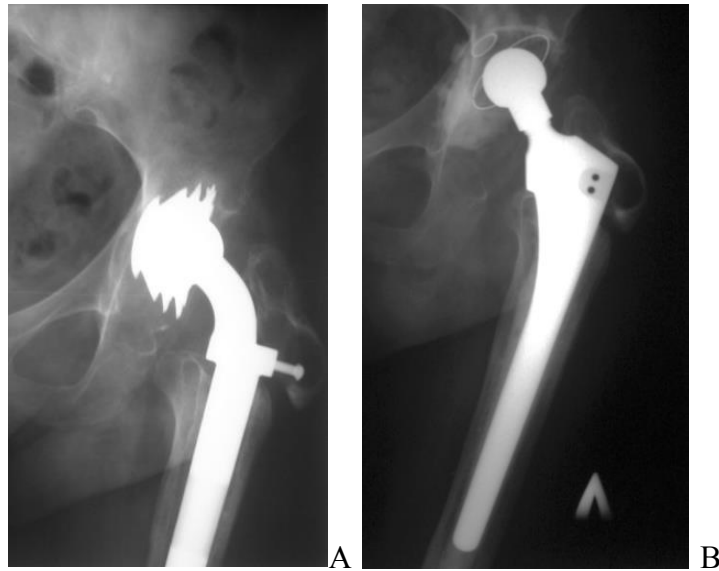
А. Рентгенограммы пациентки К., 59 лет. Нестабильность эндопротеза Сиваша левого тазобедренного сустава. Дефект бедра типа 3А. В. Рентгенограмма через 10 лет после ревизионного эндопротезирования с использованием ревизионной ножки ЭСИ с калькарной вставкой, цементной фиксации.
